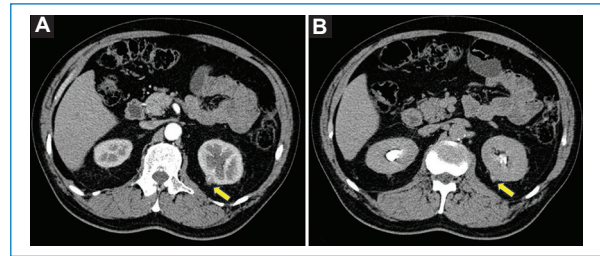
Cortes axiales de tomografía computarizada de abdomen. A: fase arterial, una lesión exofítica (flecha amarilla) en el polo superior del riñón izquierdo, en su aspecto posterior, de 12 mm de diámetro. B: en fase de eliminación, se observa ausencia de compromiso del sistema excretor.
